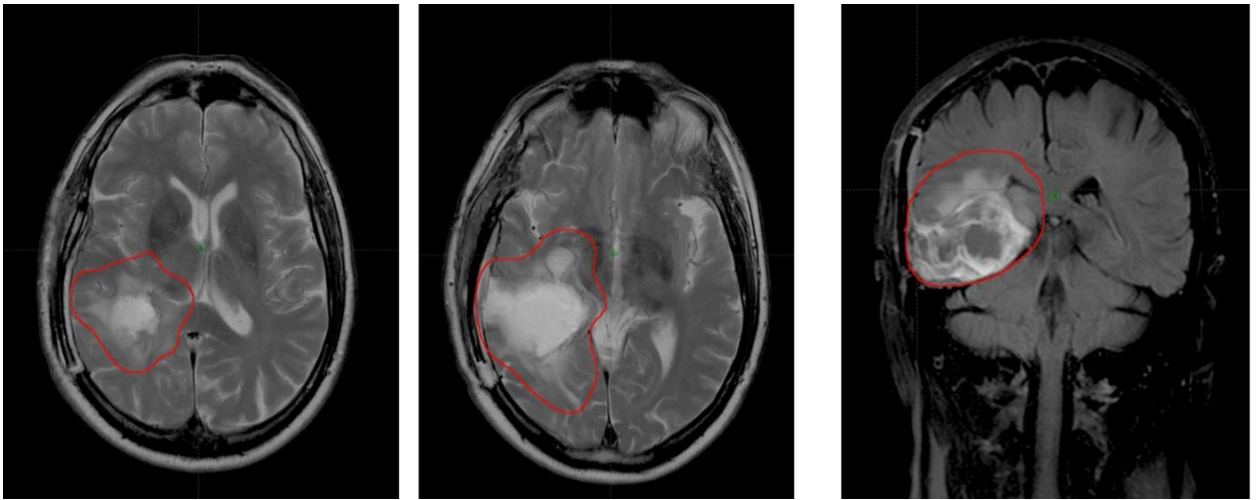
Методика оконтуривания объема CTV46 (СОД 46Гр). Красным цветом обозначен GTV1 = изменения в T2/FLAIR + послеоперационная полость, CTV1 = GTV1 +0.5 см, не пересекая естественные барьеры для роста опухоли.
